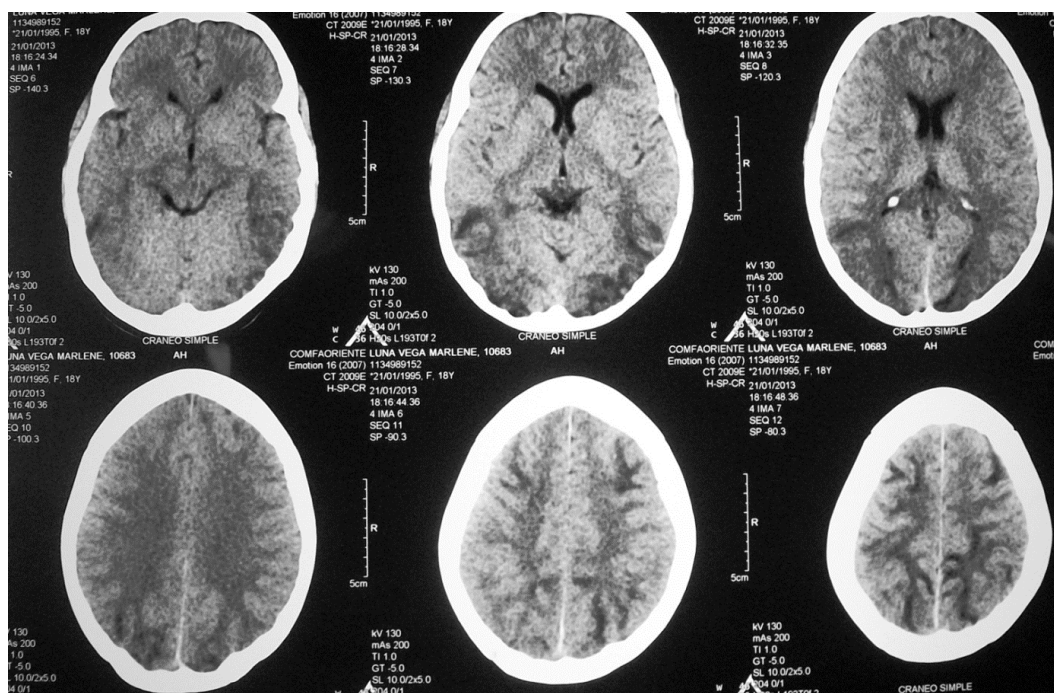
TAC de cráneo simple de paciente incluida en la investigación. Se evidencia lesión hipodensa subcortical parieto-occipital bilateral y subcortical frontal bilateral.
